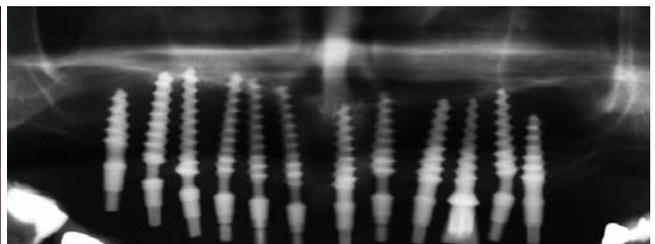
Ansicht ein Jahr nach Insertion und Zementierung. – Abb. 16: Röntgenaufnahme zu Abb. 15.
